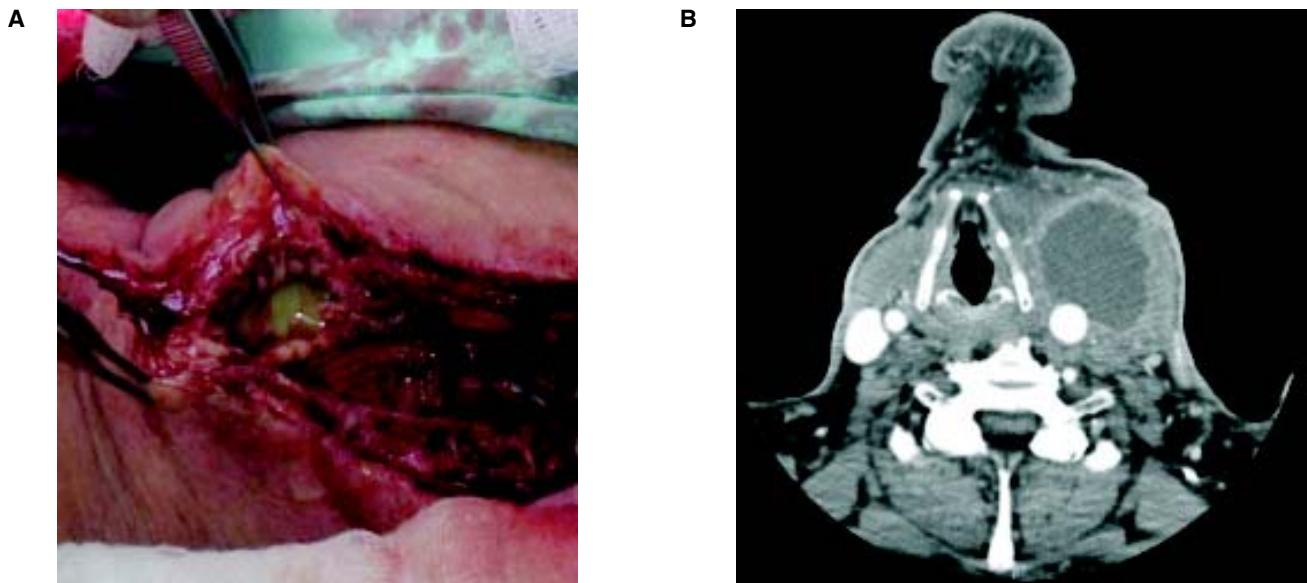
A. Absceso en espacio carotídeo en lecho quirúrgico asociado a injerto de Dacrón. B. Angiotomografía en corte sagital. Se observa absceso de 71.8 cc aproximadamente.
